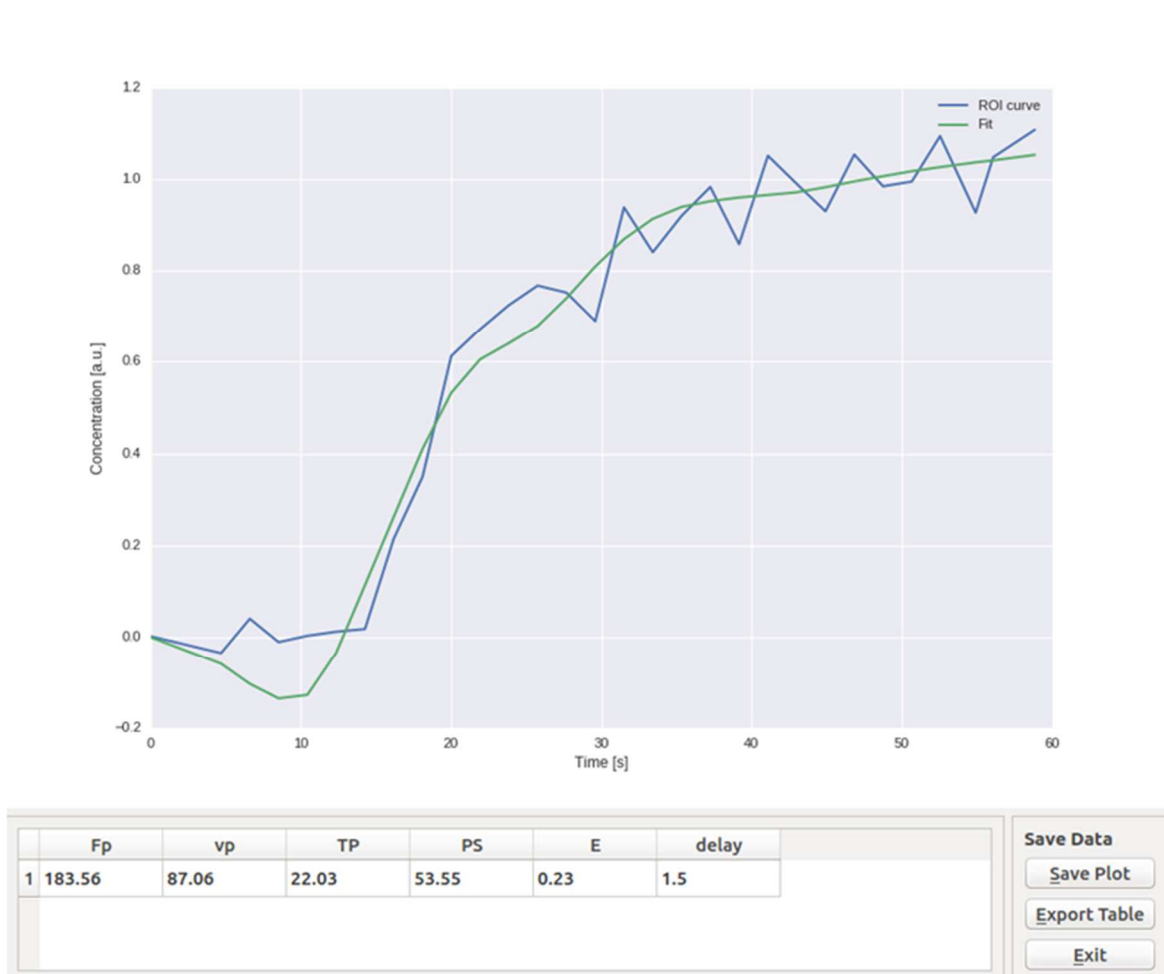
Kontrastmittelkonzentrationskurve des Tumorgewebes im zeitlichen Verlauf mit berechneten Gewebeparametern (Beispiel Pat. 8, 2. MRT).
